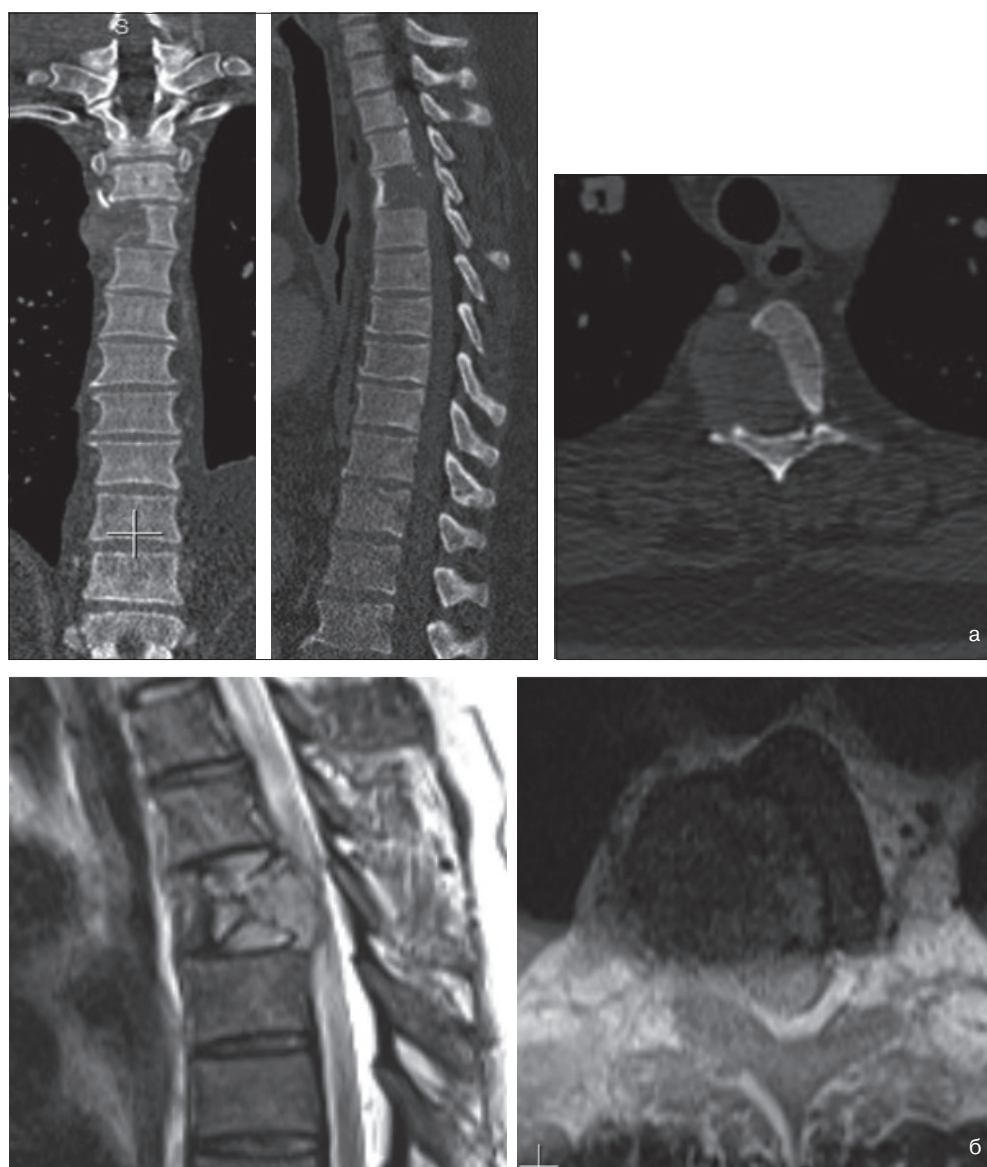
КТ (а) и МРТ (б) грудного отдела позвоночника. Остеолитический патологический очаг с мягкотканым компонентом тела ThIV (а), гиперинтенсивный в T2ВИ, гипоинтенсивный в T1ВИ с компримированием спинного мозга (б)
